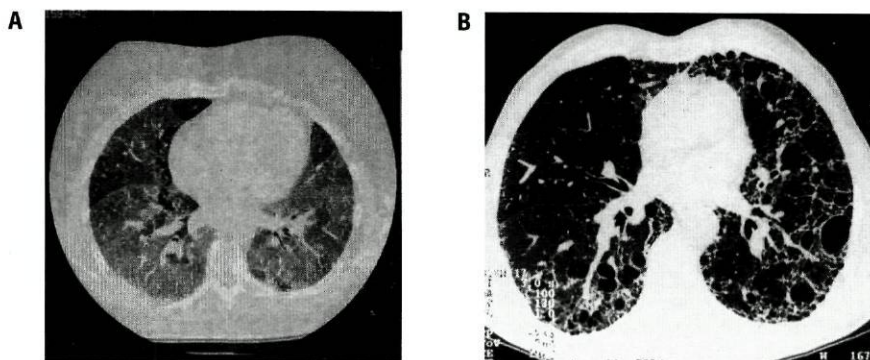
Evolução clínica de um doente com forma aguda de Pneumonite de Hipersensibilidade (Suberose) – Doente de 31 anos, manobrador, admitido por febre, dispneia, mialgias e emagrecimento, crepitações pan-inspiratórias e leucocitose com neutrofilia. A radiografia de tórax mostrava um padrão s 2/2 e a TAC "vidro despolido" difuso. O exame funcional respiratório síndrome restritivo moderado com hipoxemia em repouso. Foi medicado com eritromicina oral e prednisolona durante 2 semanas. Ao fim de um ano, as provas funcionais estavam normais, a celularidade total do LLBA diminuiu significativamente (sobretudo à custa dos linfócitos CD8+).
